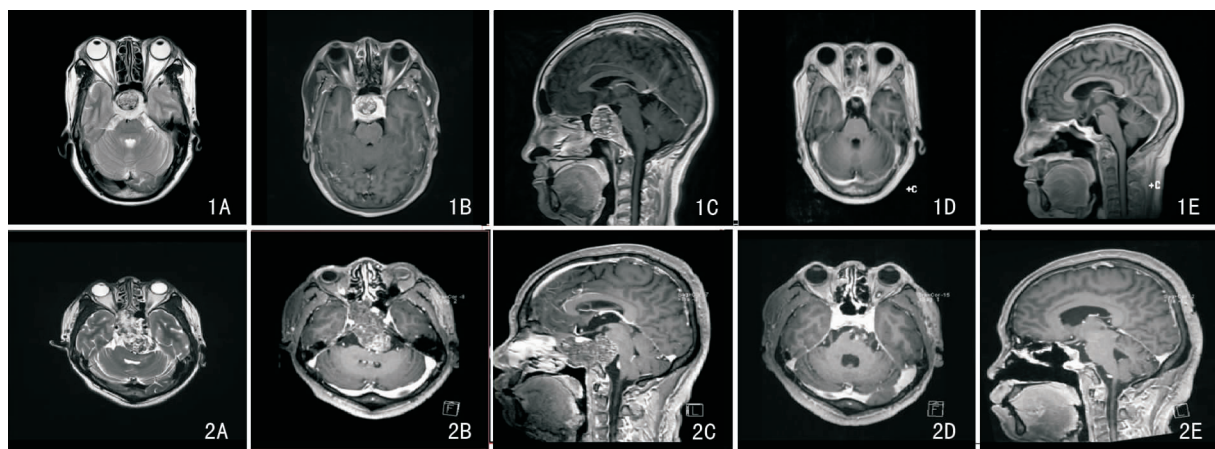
病例 1 影像学检查 1A:术前 MRI 平扫见混杂信号;1B:术前 MRI 增强见不均匀增强;1C:术前 MRI 增强见病变与鞍背及斜坡上缘界限不清,视交叉上抬;1D:术后 MRI 增强见肿瘤切除完全;1E:术后 MRI 增强视交叉回位良好,肿瘤无明显复发
